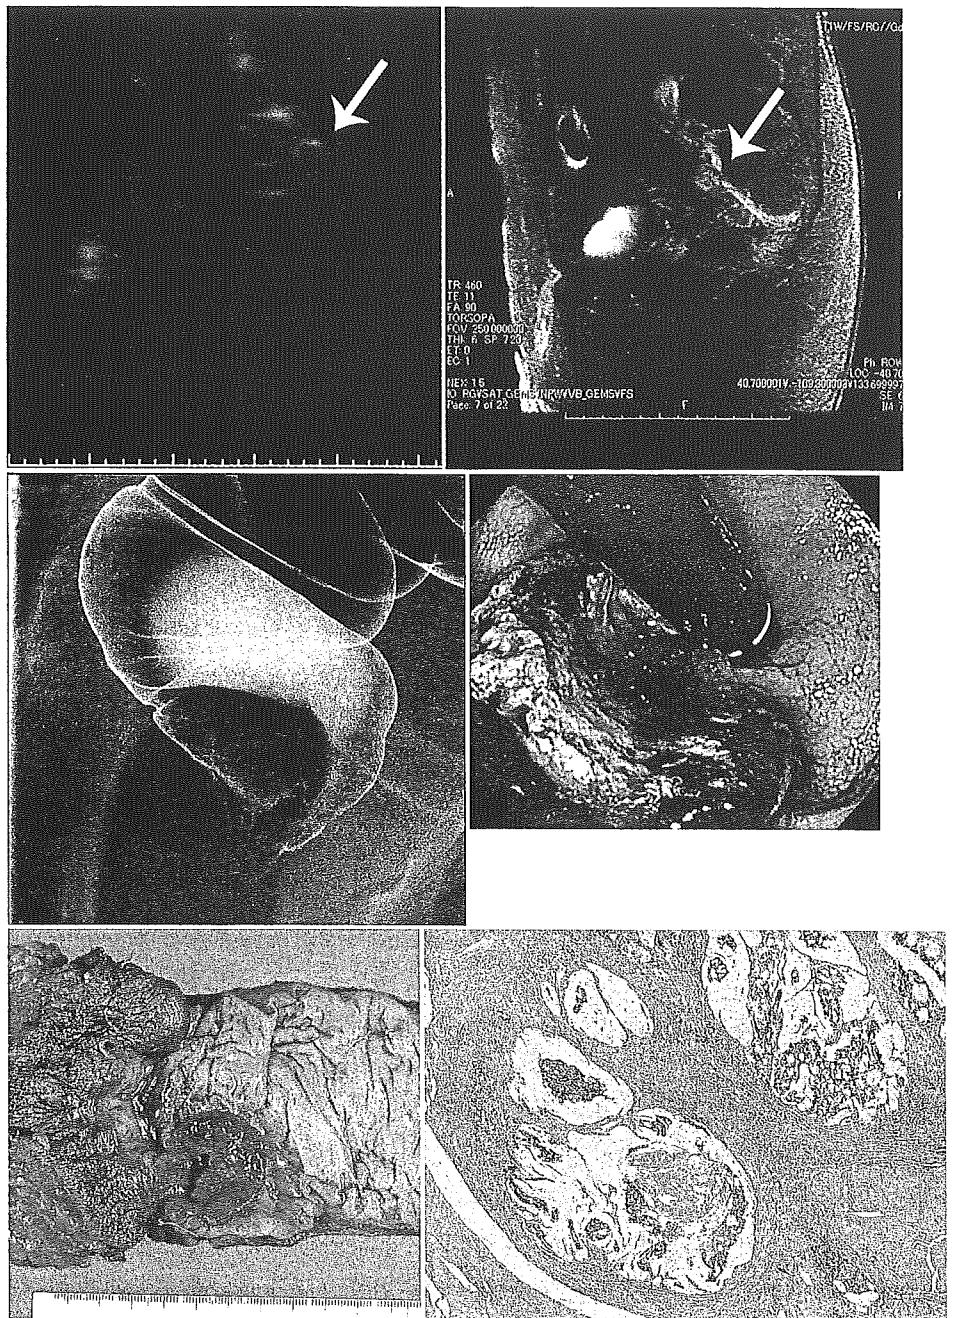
直腸癌側方リンパ節転移症例のFDG-PET
